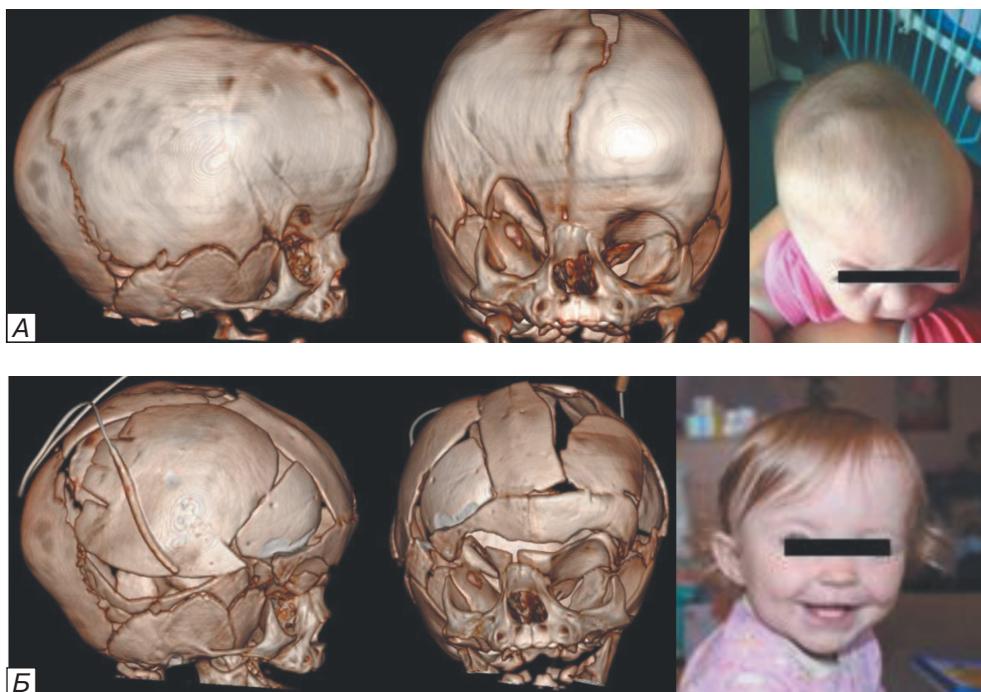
МСКТ и фото ребенка Р., 11 мес. А — до операции, сочетание сагиттального и одностороннего коронарного КС. Б — через 6 мес после операции.
